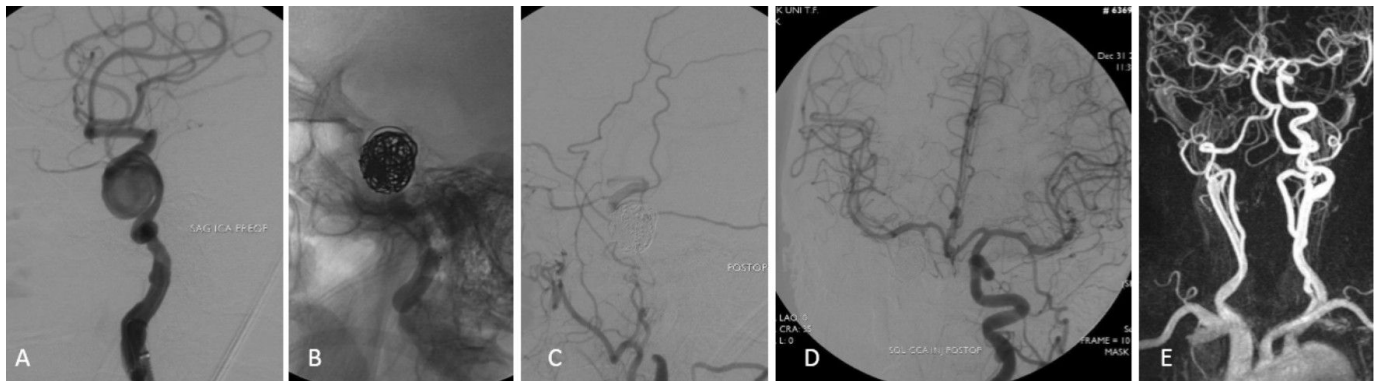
Preoperative angiography shows a giant unruptured aneurysm originating from the right ICA ophthalmic segment (A). Parent artery occlusion with detachable balloon and occlusion of the aneurysm with coiling (B-C). Preserved blood flow from left ICA and posterior circulation (D). Control magnetic resonance imaging at 6-month shows completely occlusion of the parent artery (right ICA) and aneurysm (E).
